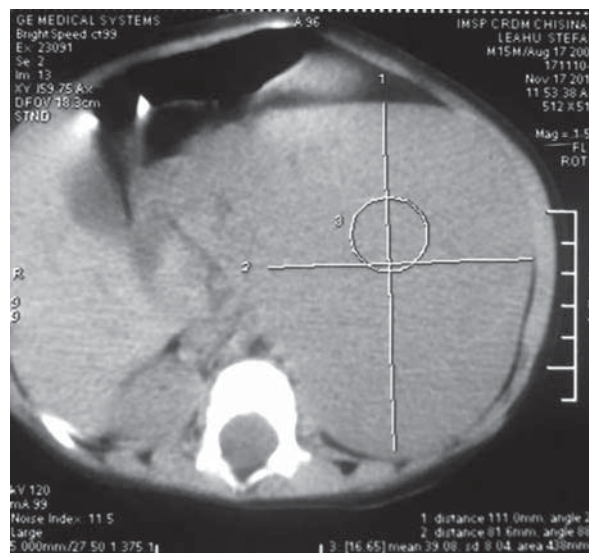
CT decelează tumoră a rinichiului pe stânga.
